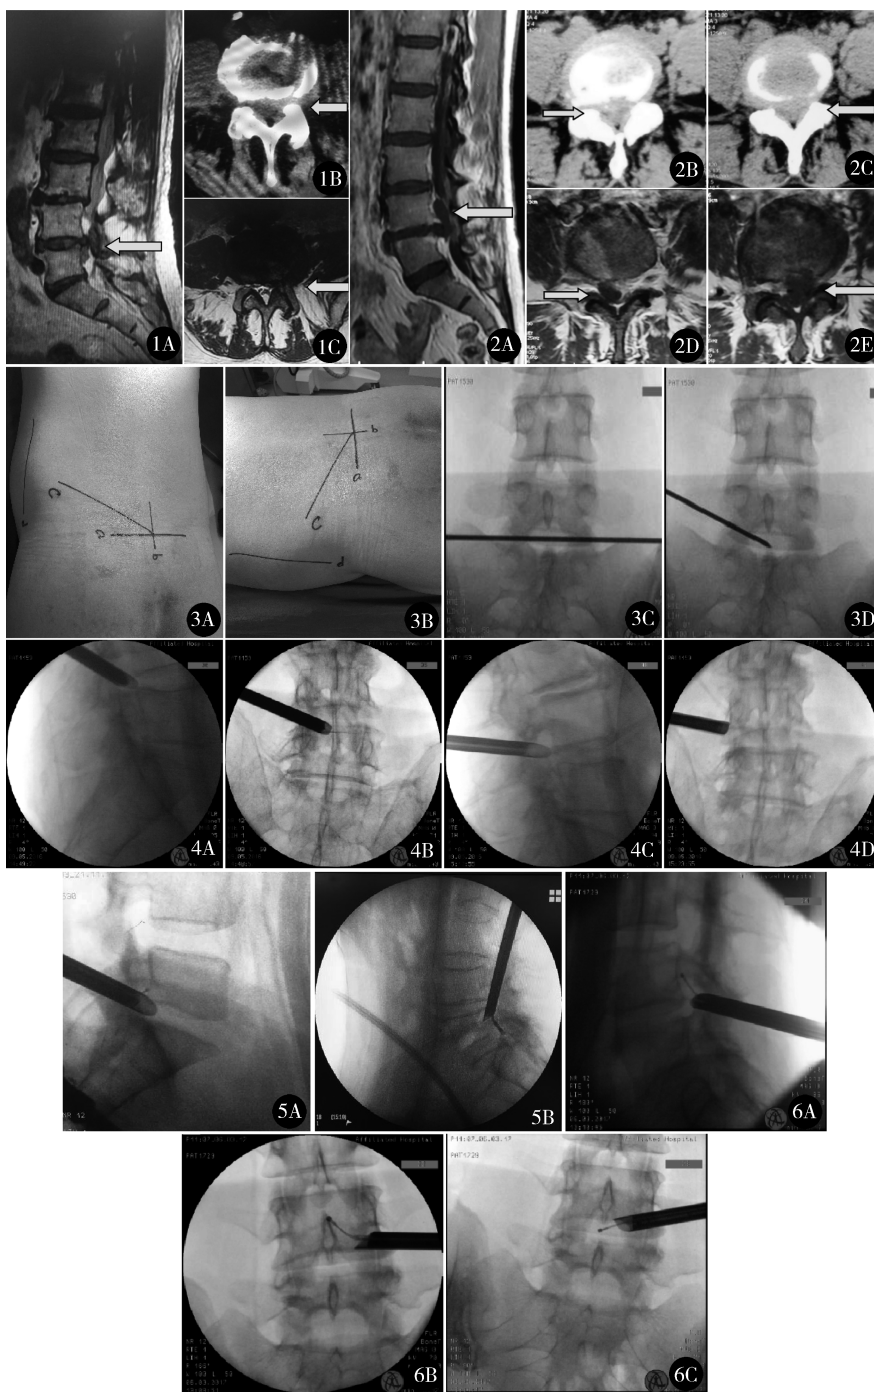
A. 术前 MRI 矢状位示  $L_{4/5}$  椎间盘向下脱垂;B,C. 术前 CT、MRI 横截面示  $L_{4/5}$  椎间盘极外侧突出 III 型,同时压迫上位根以及下位根 图 2 A. 术前 MRI 矢状位示  $L_{4/5}$  椎间盘向上脱垂;B,D. 术前 CT、MRI 横截面示  $L_{4/5}$  椎间盘向上脱垂,在  $L_4$  椎体后缘层面压迫右侧上位根;C,E. 术前 CT、MRI 横截面示  $L_{4/5}$  椎间盘向上脱垂,在  $L_{4/5}$  椎间隙层面压迫左侧下位根 图 3 A,B. 术前体表标记 (a. 目标椎间隙水平线;b. 体表标记棘突中线;c. ab 交点与患侧关节突上缘的连线;d. 安全线);C,D. 术前透视下定位 图 4 A,B. 特殊类型 A 型术中正侧位,工作套筒置于椎间隙平面,处理椎间隙平面突出的髓核组织;C,D. 特殊类型 A 型术中正侧位,将套筒稍稍拉出后增大套筒尾部方向的角度,松解同侧出行根 图 5 A. 术中透视影像,切除向上脱垂的髓核组织时套筒的位置;B. 术中透视影像,切除向下脱垂的髓核组织时套筒的位置 图 6 A,B. 特殊类型 B 型术中正侧位,利用镜下环锯或动力系统,增大工作套筒尾向角度,切除向上脱垂的髓核,松解同侧上位神经根;C. 工作套筒回到椎间隙平面,压低工作套管,沿后纵韧带逐渐向对侧推进,穿过中线,松解对侧神经根
